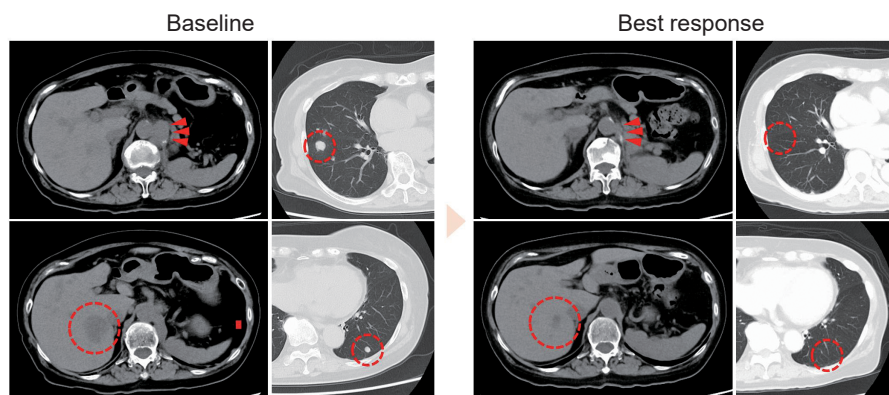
Plain chest and abdominal CT scans revealed the presence of mass lesions in the para-aortic lymph nodes, liver, lungs, and pleura. Baseline and best response imaging findings are presented.
